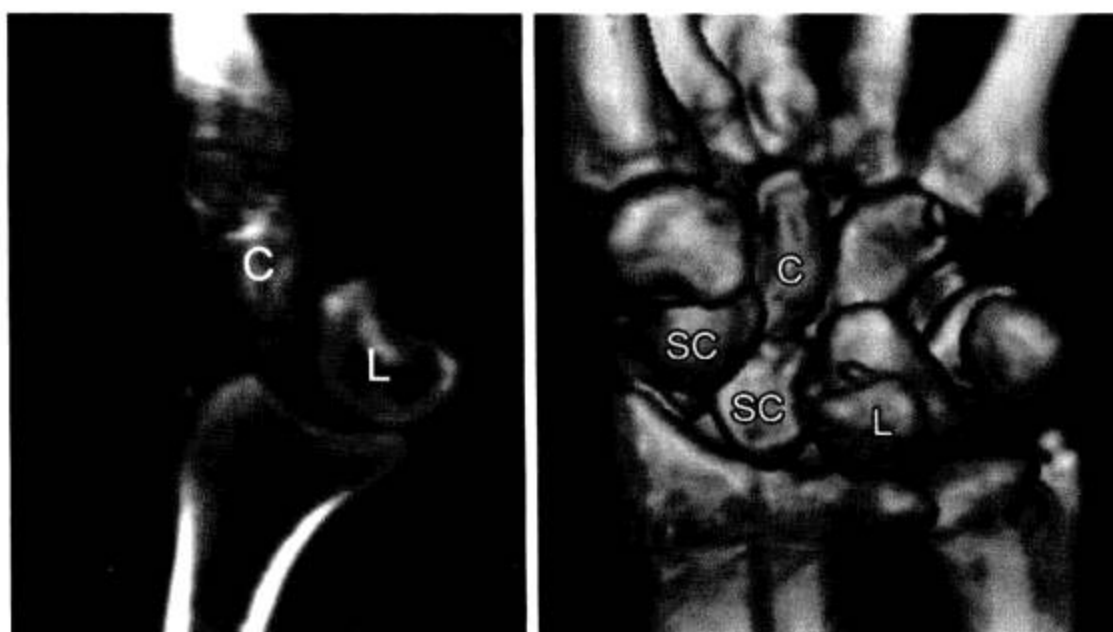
月骨脱位 (CT 矢状面重组及 VR)
